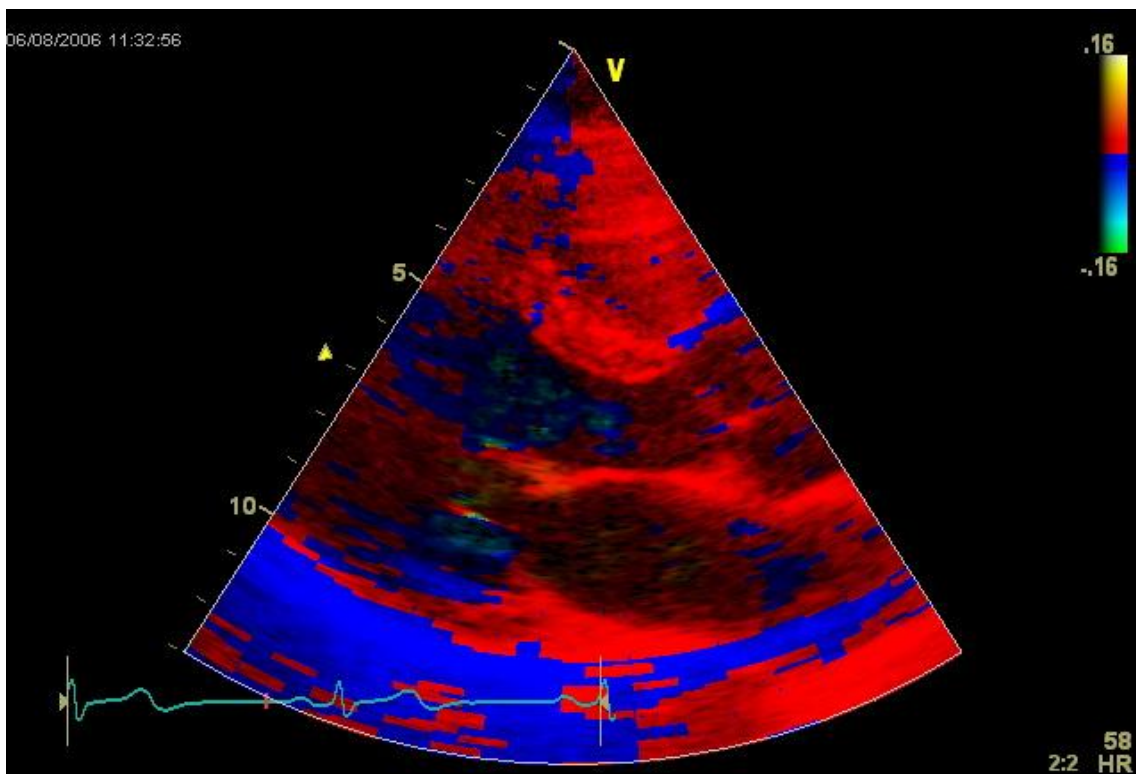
parasternal lange Achse im Gewebedoppler
